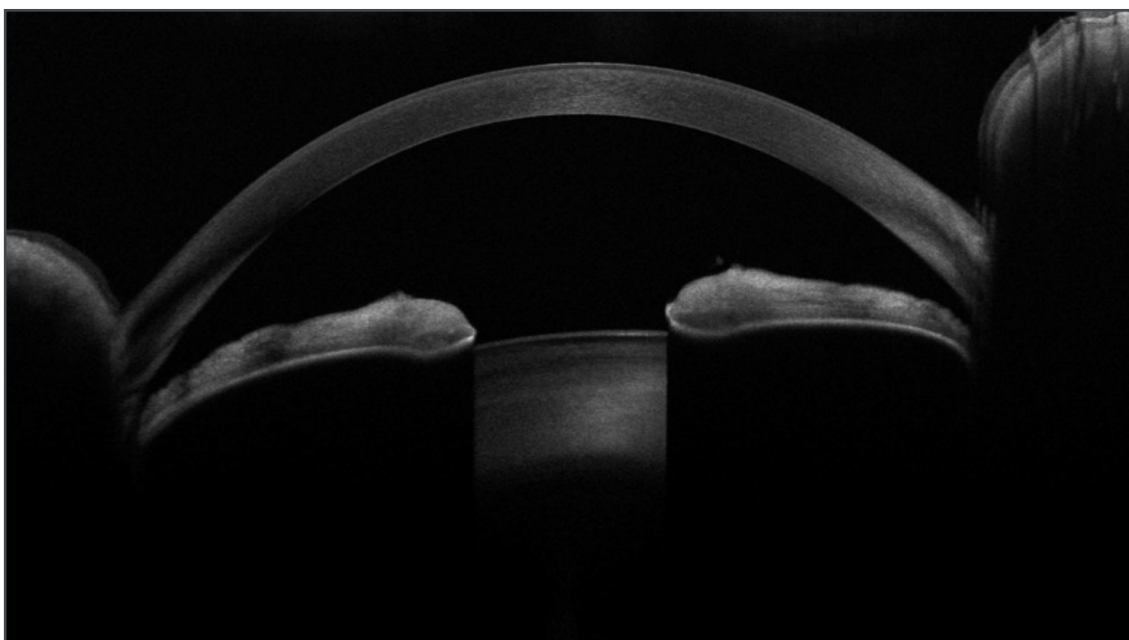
Scheimpflug tomography di un paziente ipermetrope, immagine dall'archivio Fondazione Banca degli Occhi del Veneto.
